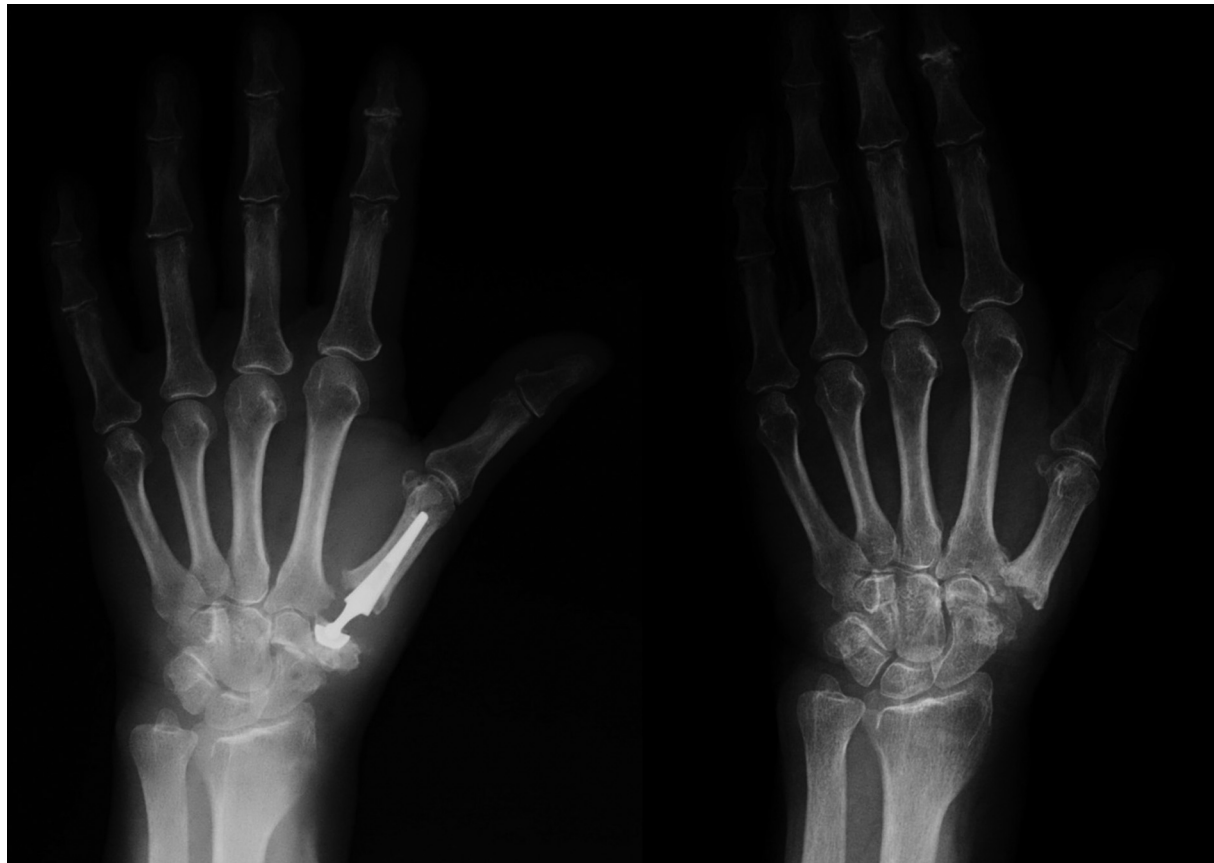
Radiografía preoperatoria de un paciente con una prótesis dolorosa debido al aflojamiento de la copa del trapecio y radiografía a los 23 meses de seguimiento después de la extracción de la prótesis.
